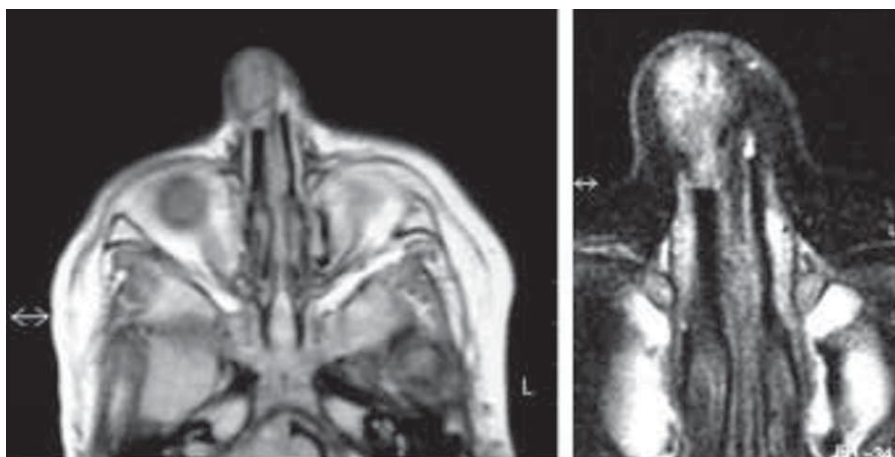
IRM en coupes axiale en T2 montrant un gliome nasal [32].
